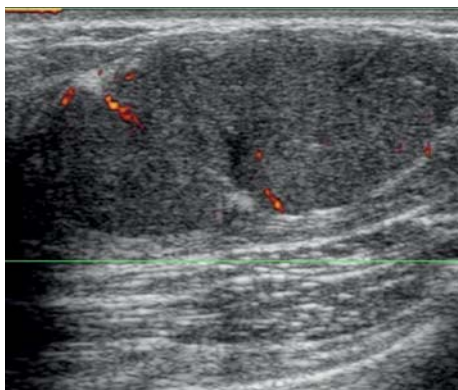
УЗИ: фиброаденома (гипоэхогенное образование)
